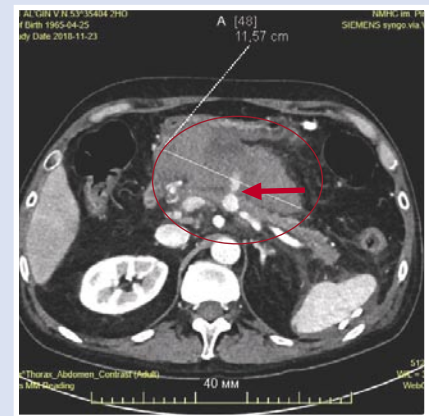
МСКТ брюшной полости с контрастированием пациента А.: кровотечение в полость кисты ПЖ с прорывом в брюшную полость (указано стрелкой) от 23.11.2018 г.
